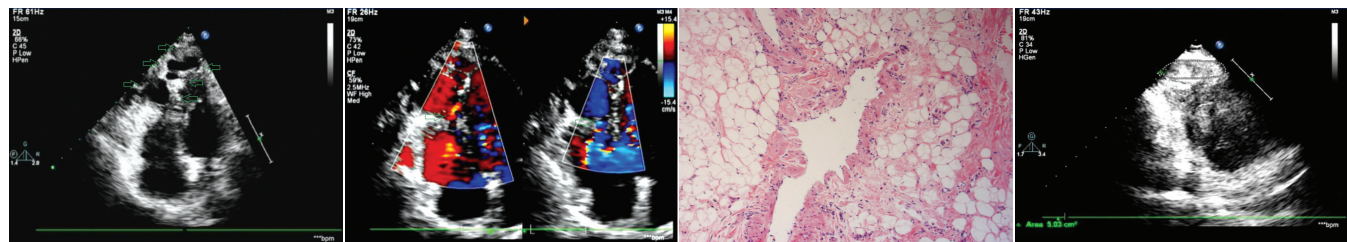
术前超声心动图于右室前壁探及一形态不规则的混合回声包块(箭头示),内以无回声为主,并见网格样结构和不规则团状低回声
